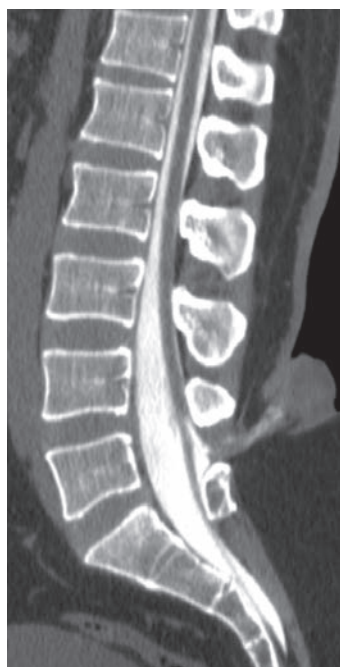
МСКТ-миелография (сагиттальный срез). Контрастный препарат частично проникает в полость грыжевого мешка, как следствие вероятной удавки, вызванной липомой. Предположительно имеется клапанный механизм ликвородинамики в пределах грыжевых ворот, что поддерживает ликворею, но в какой-то мере «ограничивает» инфицирование спинальных субарахноидальных пространств.
